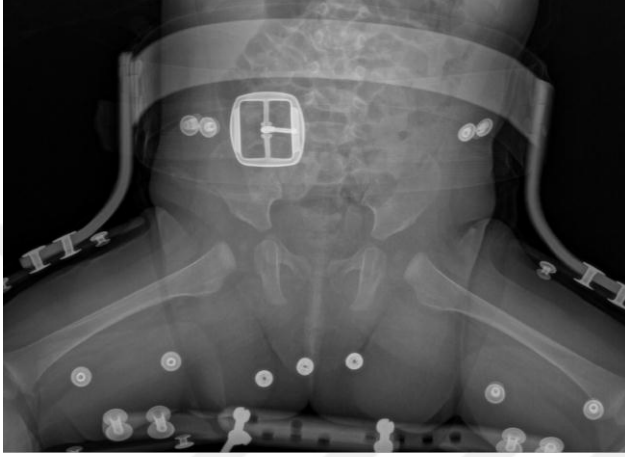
62 Aylık Grafisi Sağ AI:20 Sol AI:19
